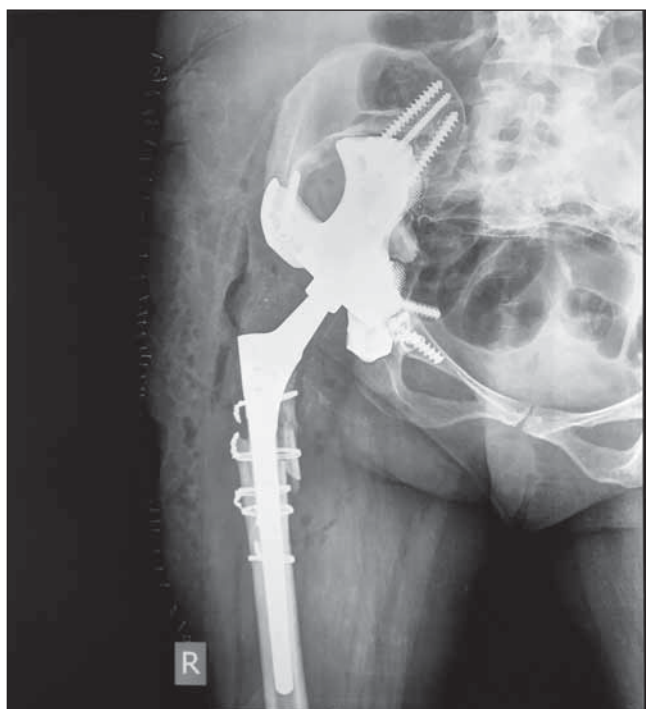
Рентгенограмма после операции: достигнута прочная первичная фиксация имплантата в кости, восстановлено анатомическое положение вертлужной впадины
